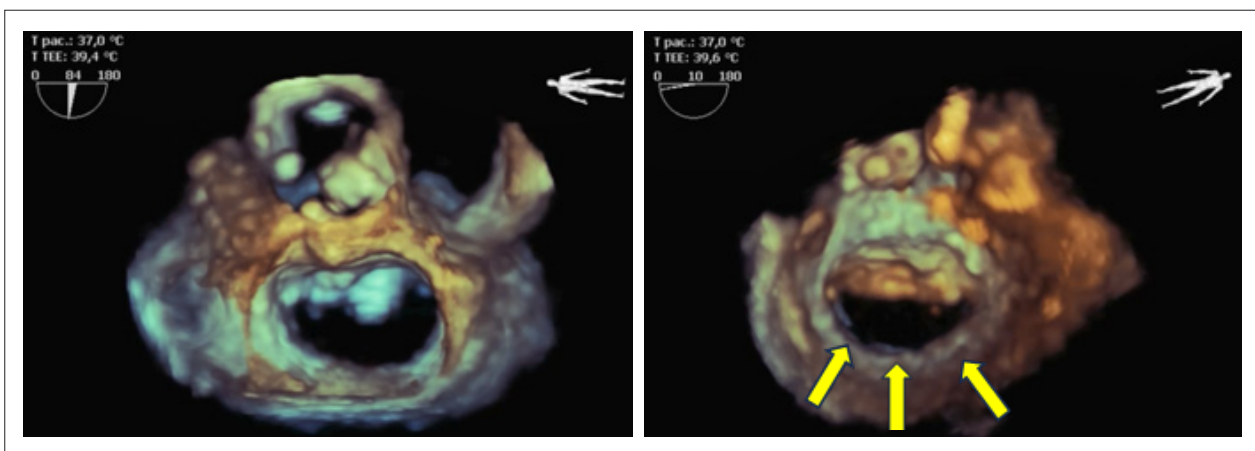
Ecocardiograma transesofágico tridimensional com visões atrial e ventricular da VM, evidenciando hipoplasia total da CP (segmentos P1, P2 e P3 – setas amarelas).
